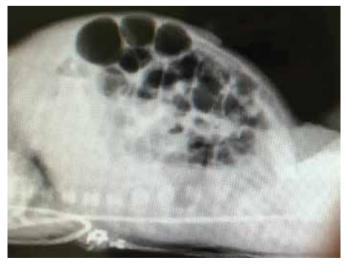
Обзорная рентгенография брюшной полости в боковой проекции: выраженный пневматоз стенок кишечника.
